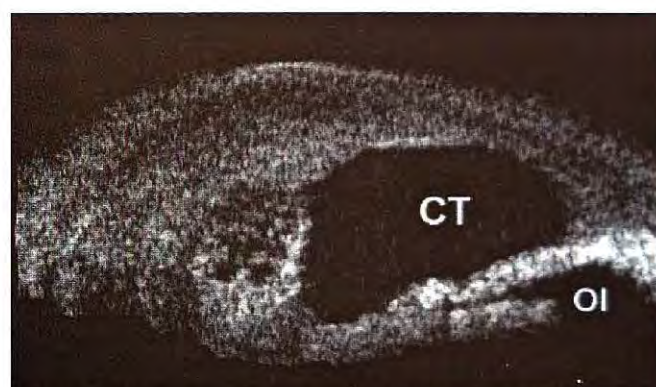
BUS - corte radial: BF encistada. Nota-se no interior da BF uma cavidade (CT) bem definida em comunicação com a câmara anterior.
